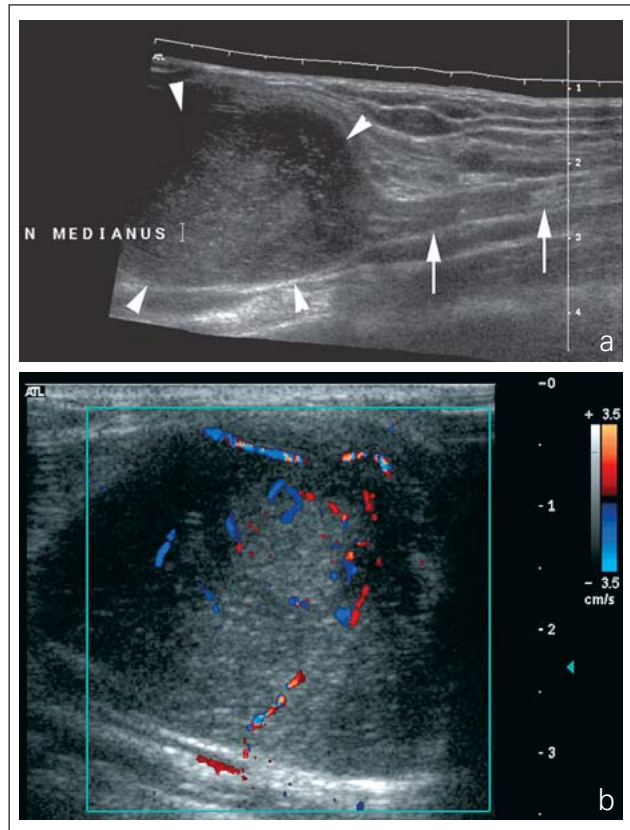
(a) Sonographischer Längsschnitt durch eine exzentrisch dem Nervus medianus (Pfeile) anliegende Raumforderung (Pfeilspitzen) mit etwas inhomogener feingranulärer Binnentextur. Zusammen mit einer hohen Binnenvaskularisierung im Farbdoppler-Sonogramm (b) typisch für ein Schwannom.
